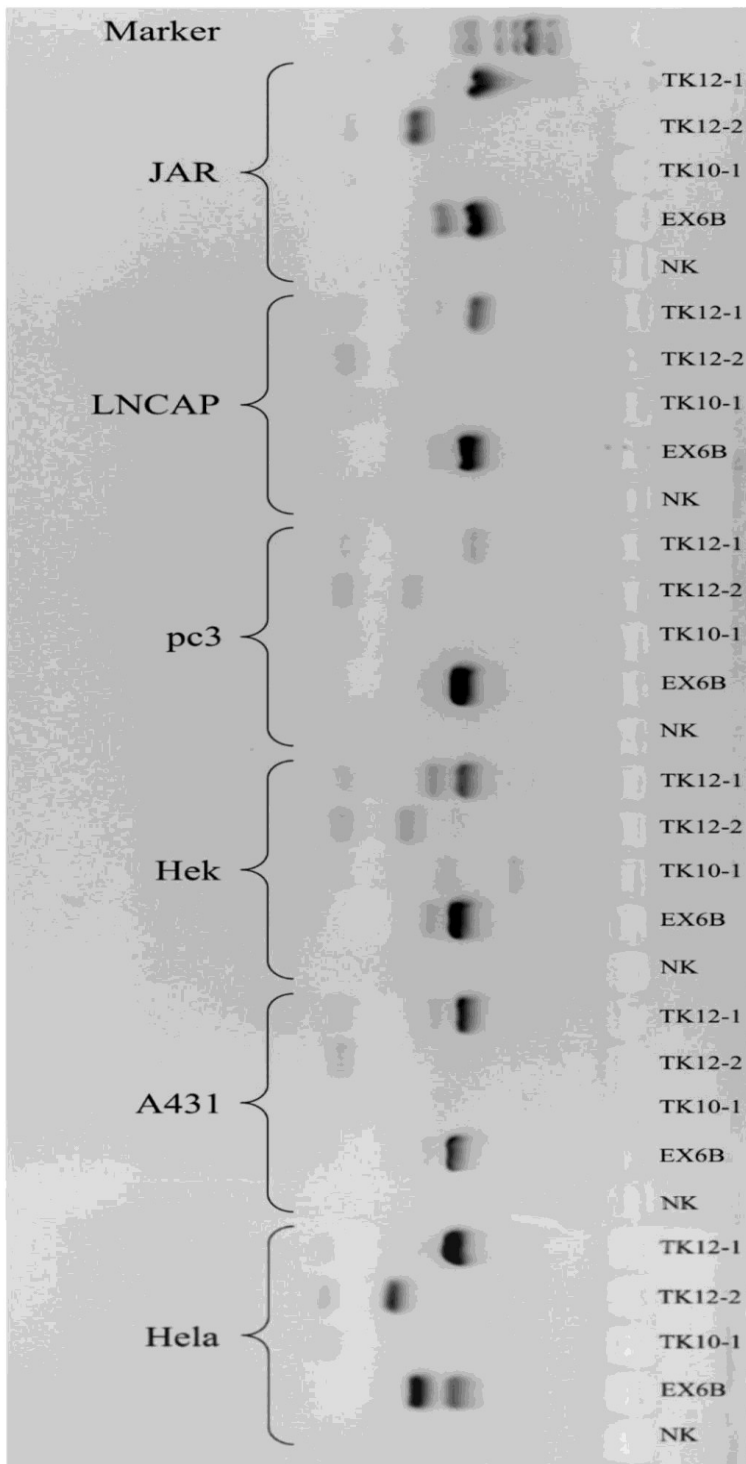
Gelelektrophorese der PCR zur Detektion der verschiedenen Spleißvarianten (TK-12-1, TK 12-2 sowie des Exon6B innerhalb der Variante TK10-1) des *FNTB* Gens in den Tumorzelllinien HeLa, A431, Hek, PC3, LNCaP und JAR. Die Expression der verschiedenen Varianten weicht zwischen und innerhalb der Zellen stark voneinander ab. (Marker= DNA ladder 1000bp, NK= Negativ Kontrolle)
